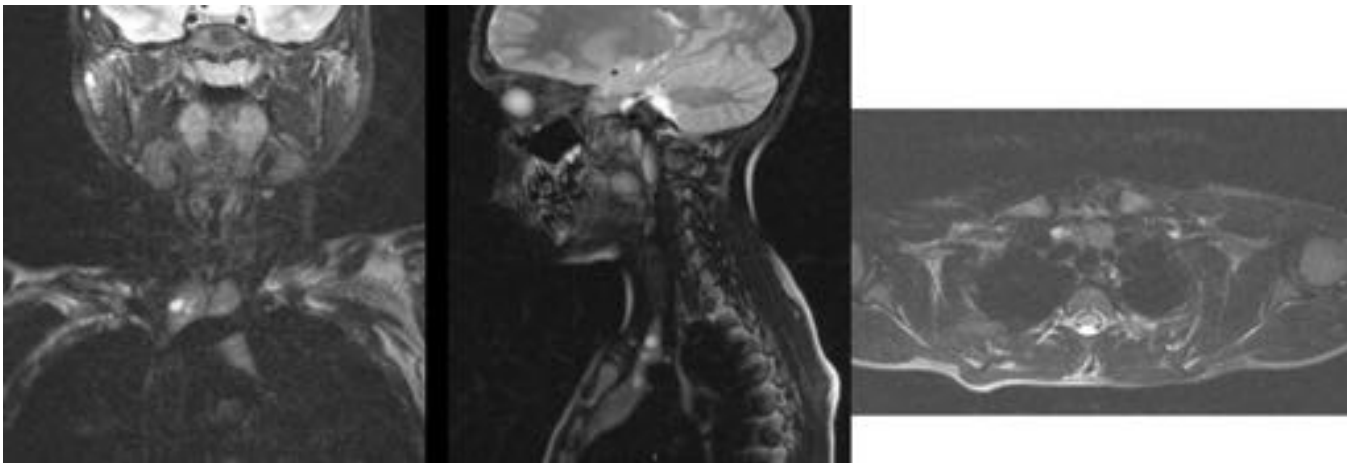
RM que muestra un timo de tamaño normal en el que se identifican las imágenes nodulares infracentimétricas visualizadas en la ecografía bien delimitadas y con marcada hiperseñal en secuencias potenciadas en T2
